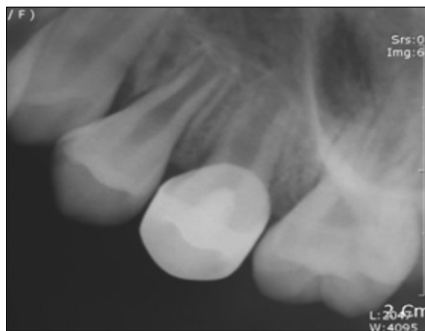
Periapical radiography after 7 months. It is observed the root development.
